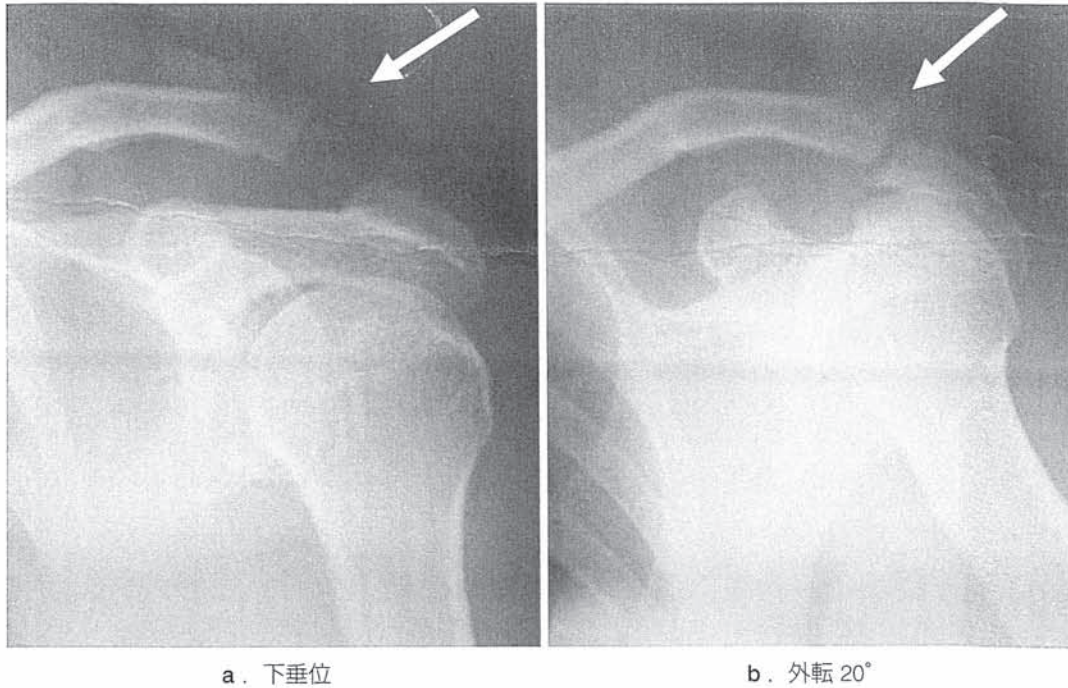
症例. 78歳, 男. X線動態撮影像. 下垂位で肩鎖関節(矢印)は完全脱臼し, 下垂から外転20°の間で肩峰鎖骨間の著しい不安定性が認められる.
